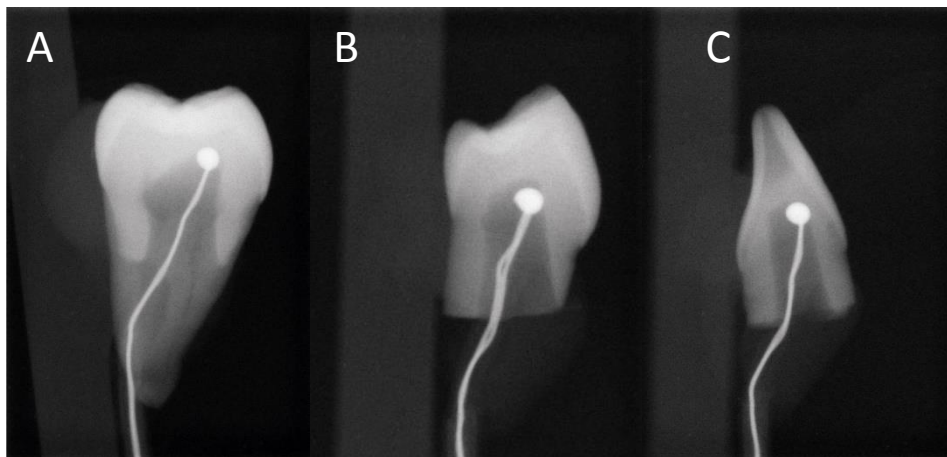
Radiografia periapical com o termopar corretamente posicionado na face vestibular da câmara pulpar. (A) terceiro molar inferior; (B) primeiro pré-molar superior; (C) incisivo inferior.
